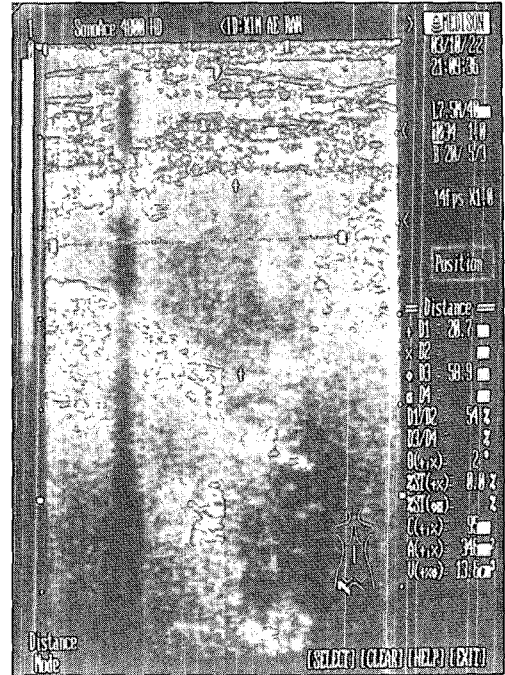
sonography of Lt isthial bursa
